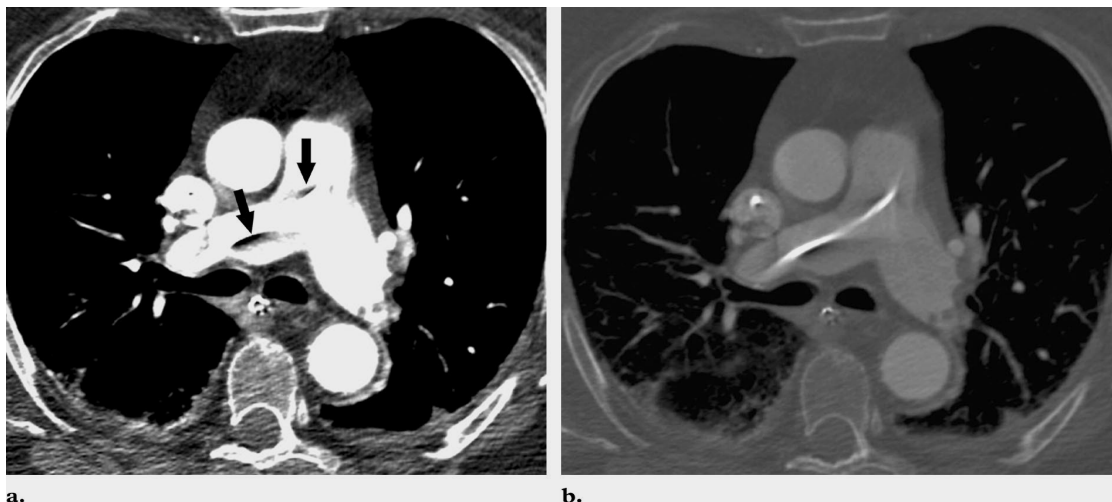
Artefacto de endurecimiento del haz. Paciente masculino de 63 años con falla respiratoria. (a) Un catéter en la arteria pulmonar determina endurecimiento del haz adyacente que semeja embolismo pulmonar. (flecha). Pequeños émbolos se observan en la arteria pulmonar. (b) La imagen con ventana de hueso claramente muestra el catéter con artefactos adyacentes. (RadioGraphics 2004; volume 24:1219 –1238).
